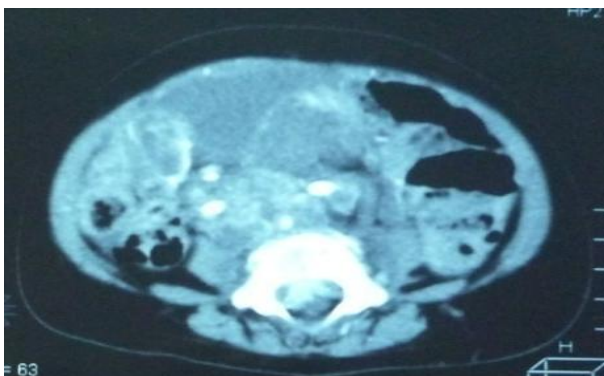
CT organelor abdominale cu angiografie. Formațiune tumorală abdominală și a bazinului mic localizată pre- și perisacral cu invadarea canalului medular la nivelul L4, S1. Mt în vertebrele L4-5, S1-2, S4
